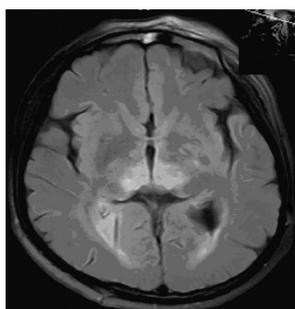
双侧丘脑、乳头体 FLAIR 呈对称性高信号
